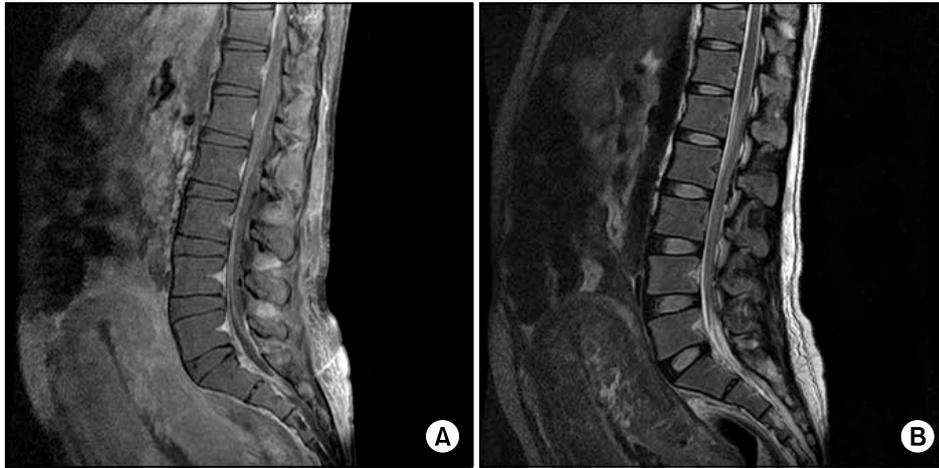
T1 (A) and T2 (B)-weighted image of MRI sagittal view of lumbar spine at the post-operative 1st day. It is difficult to find abnormal sign.
